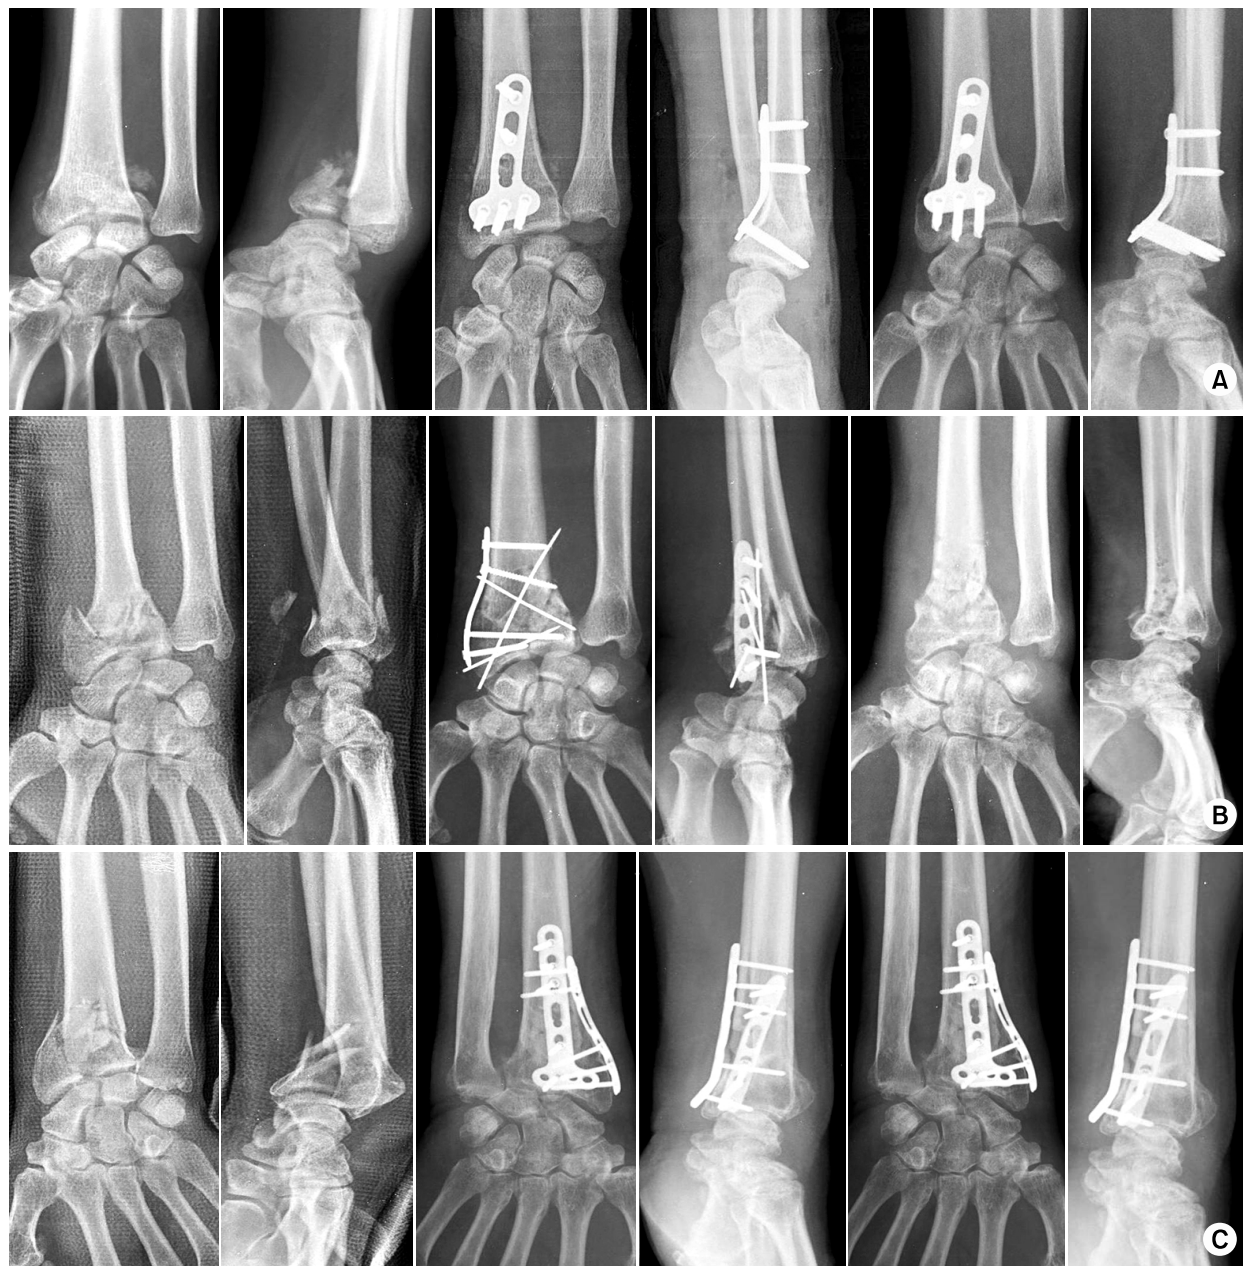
Anteroposterior and lateral radiographs show different plate fixation according to fracture personality.
